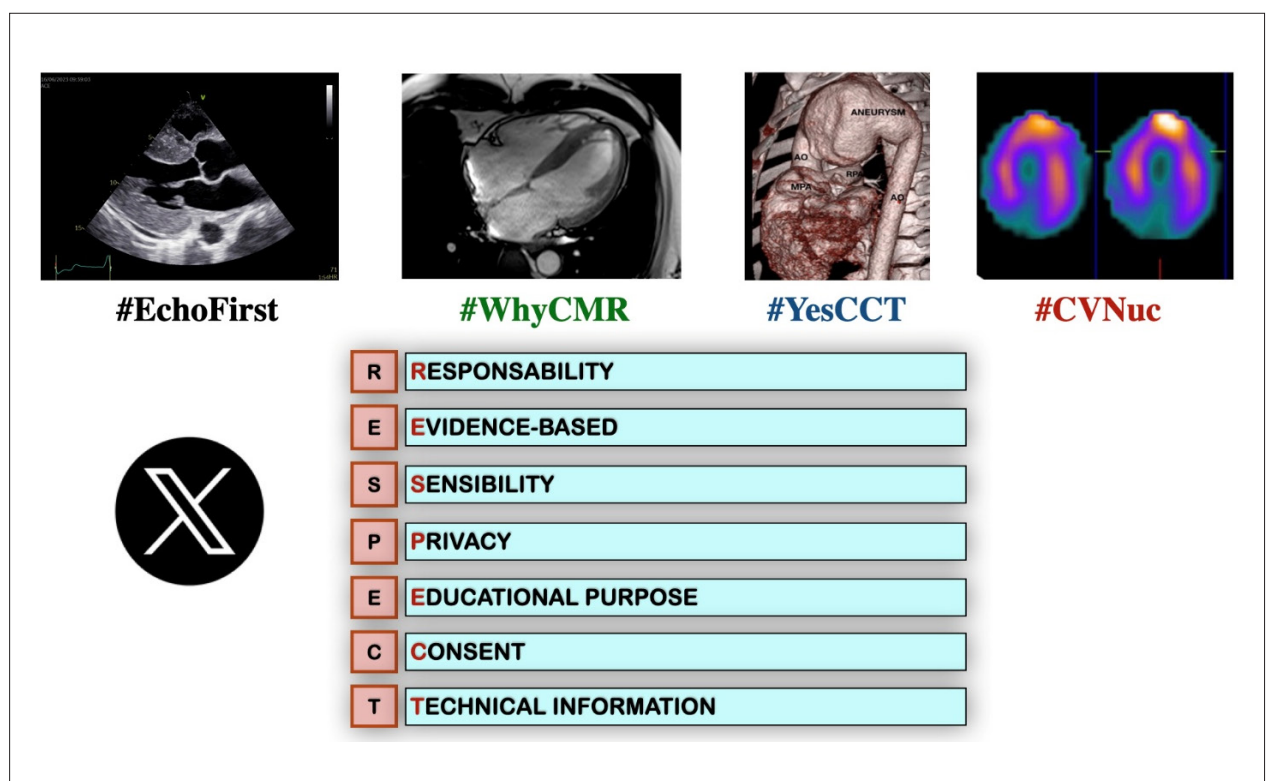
Acrônimo sobre normas de boa conduta para publicação de posts técnicos na área de imagem cardiovascular no X: RESPECT. Principais hashtags que identificam os principais métodos da imagem cardiovascular: #EchoFirst : ecocardiografia, #YesCCT : tomografia computadorizada cardíaca, #WhyCMR : ressonância magnética cardíaca e #CVNuc cardiologia nuclear
